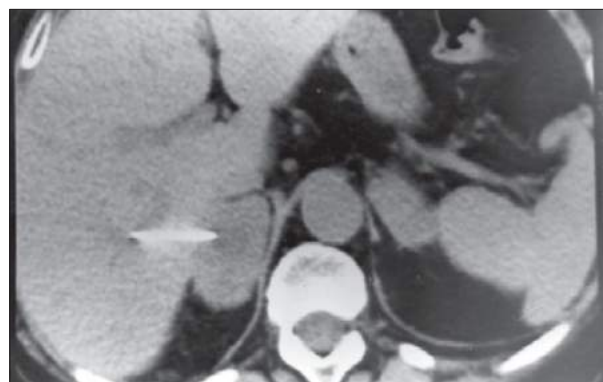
Metástases adrenais documentadas por biópsia percutânea dirigida por TC. Note-se parte da agulha no interior da glândula adrenal direita.
